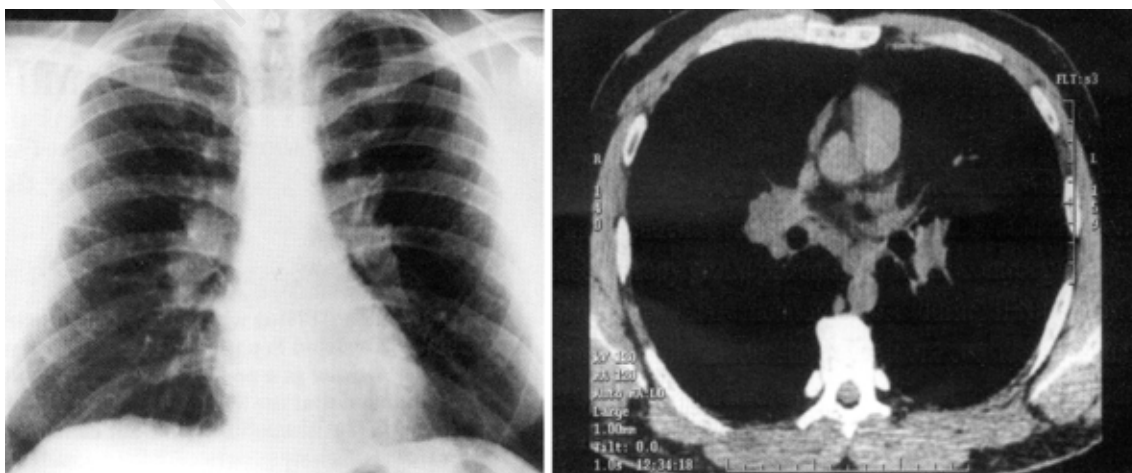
Radiografia del torace e tomografia del torace ad alta risoluzione dopo 9 mesi di terapia con interferone- α 2b e ribavirina (riprodotta da Salvio *et al.*, 2004⁹ con permesso).
